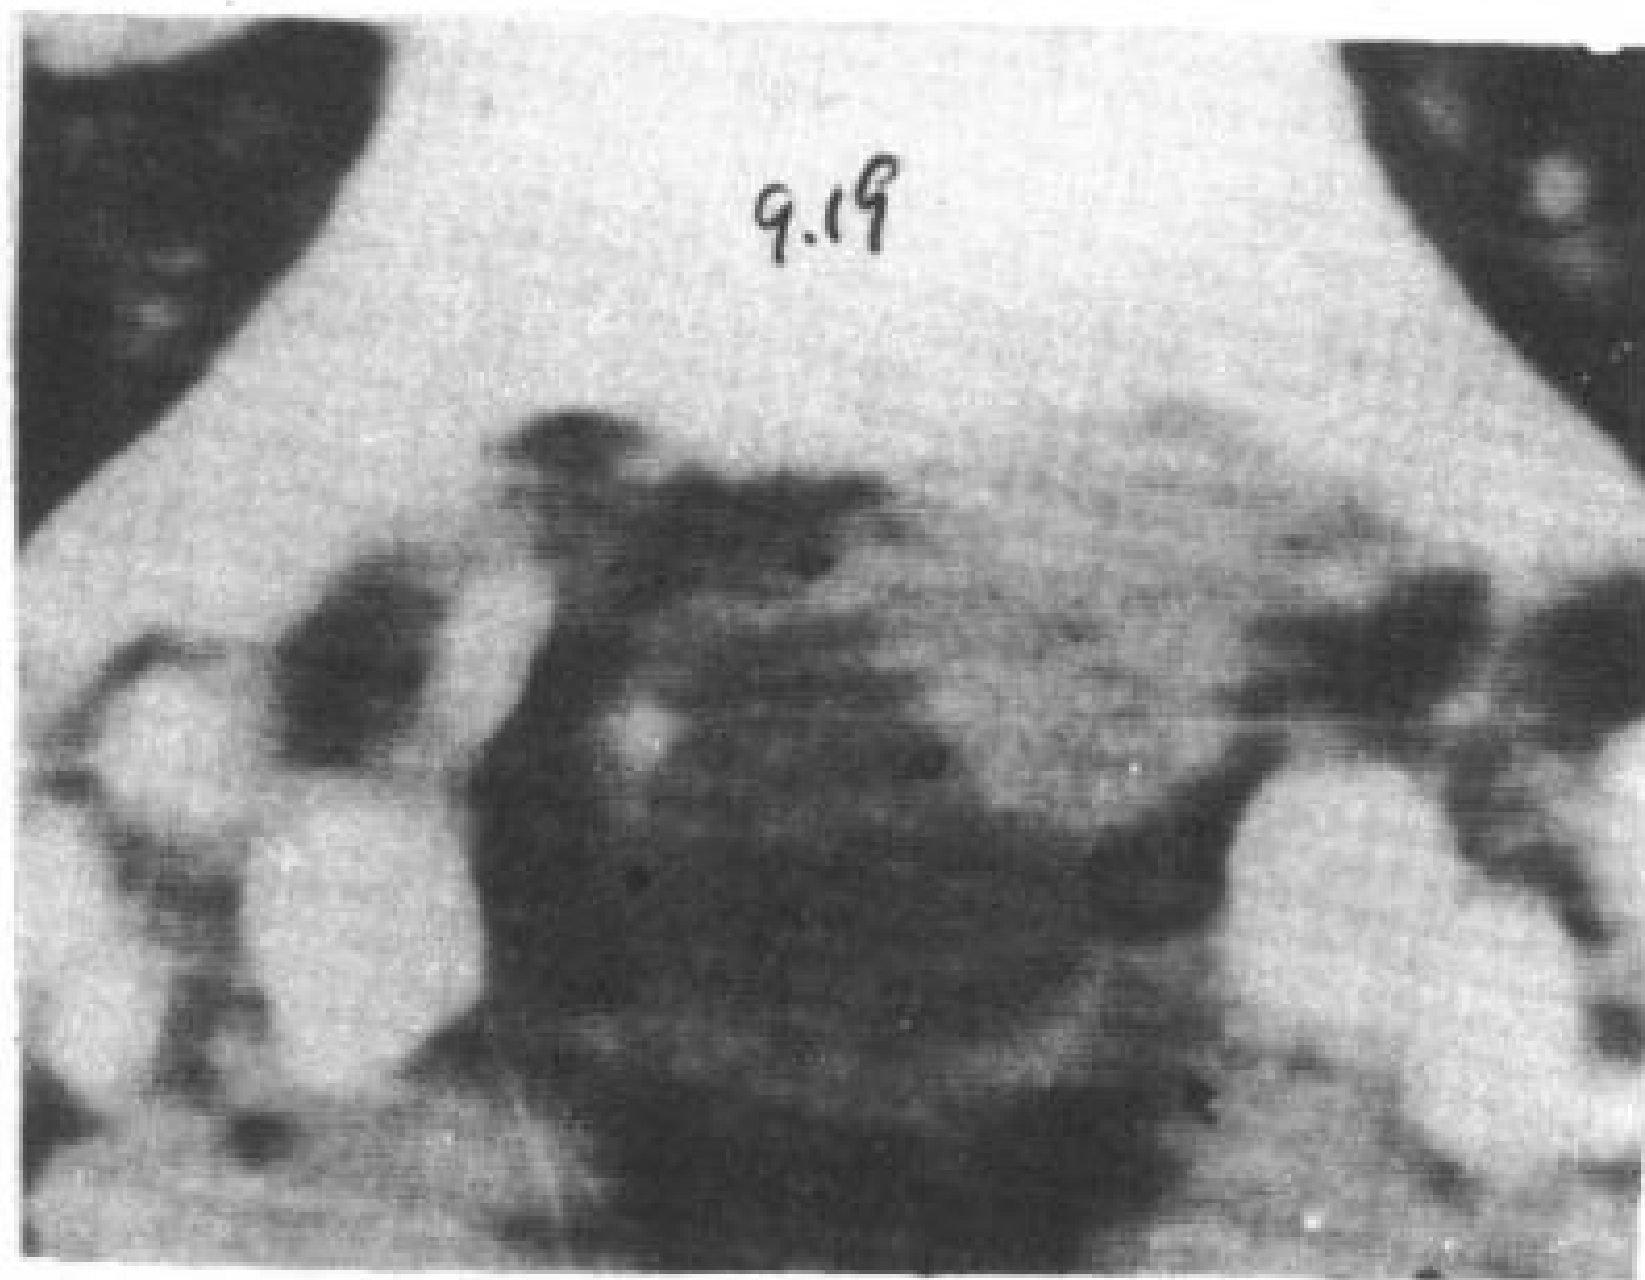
复发性椎间盘突出。L<sub>6</sub>S<sub>1</sub>椎间盘切除后左下肢疼痛9个月。CT检查鞘膜囊左前方有一个硬膜外大肿块(↔)，CT值105Hu，为复发性椎间盘突出。鞘膜囊左侧椎间盘后有少量纤维化(↑)。手术证实为一大的复发性椎间盘突出。
